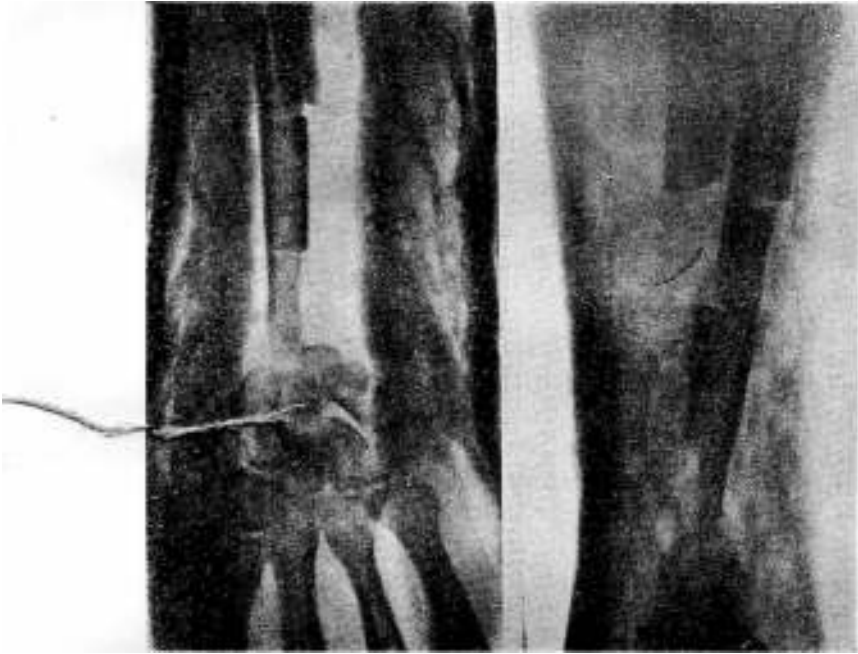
Caso N° 2. — Radiografía tomada inmediatamente después de la operación.
